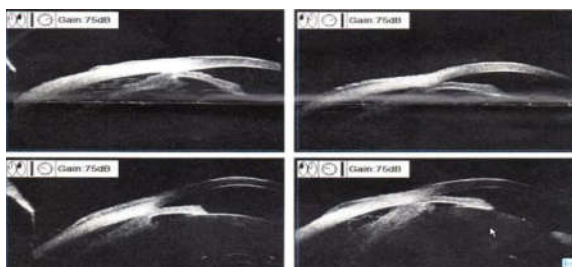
超声生物显微镜检查（UBM）：双眼睫状体360度脱离
